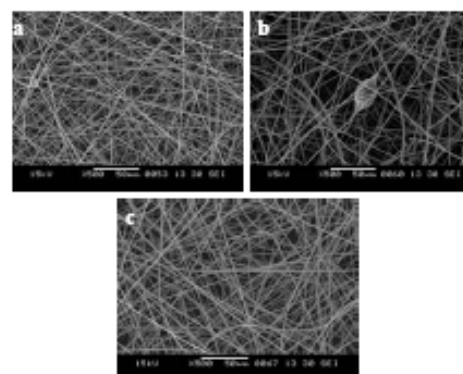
SEM images of fibers prepared from 15%w/w solutions of PS/PSMA blend (1:1) fabricated at (a) 6, (b) 8, and (c) 10 kV in a mixed DMF:THF (1:1) solvent.
